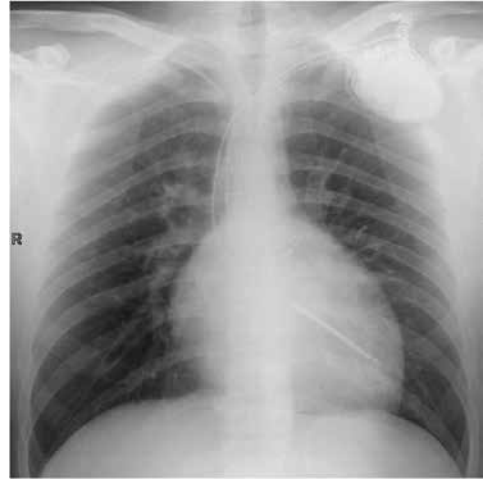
Radiografía Tórax PA. Cable DAI en ventrículo izquierdo.
